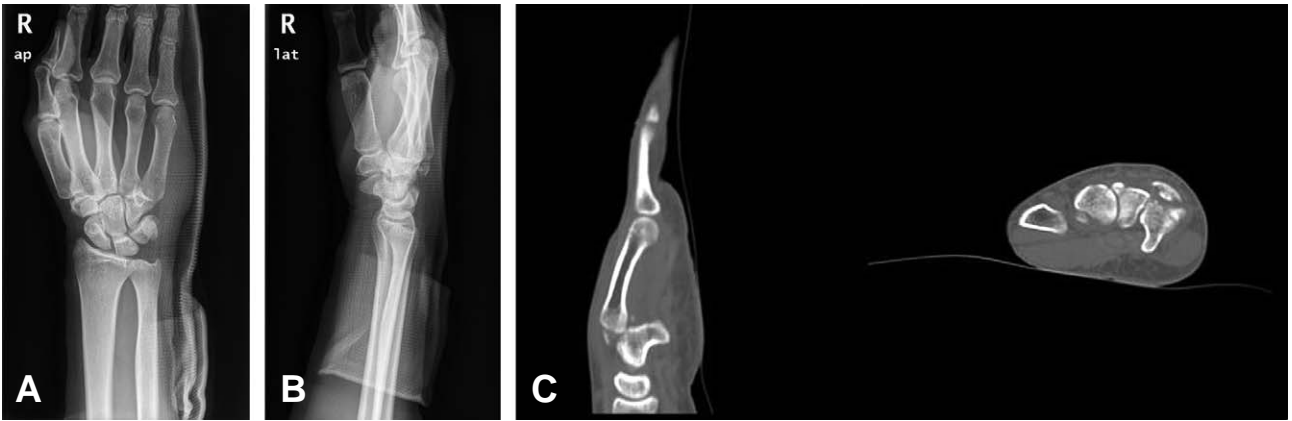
AP and lateral radiographs show a fracture of the hamate with dorsal subluxation of the 4th metacarpal base (A, B). Axial CT scan shows displaced fracture in the hamate bone that divide them into palmar and dorsal fragments (C).
